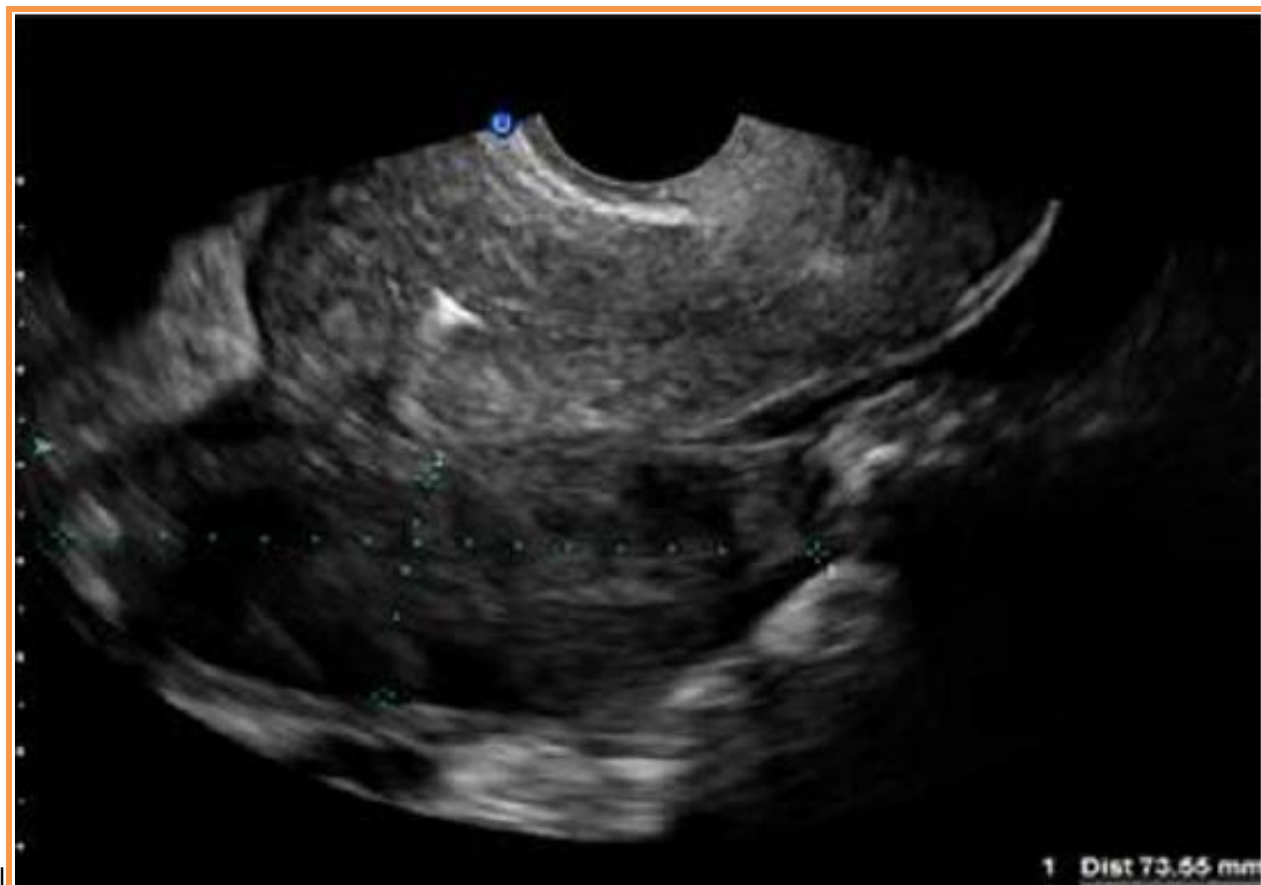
Echographie endovaginale montre une image rétroutérine hétérogène, échogène tissulaire ne prenant pas le doppler couleur
